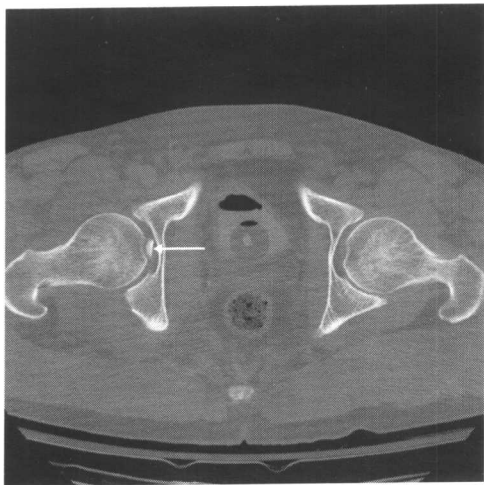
图 1-2 中的同一患者关节复位后经髋关节中部的轴位 CT 影像
